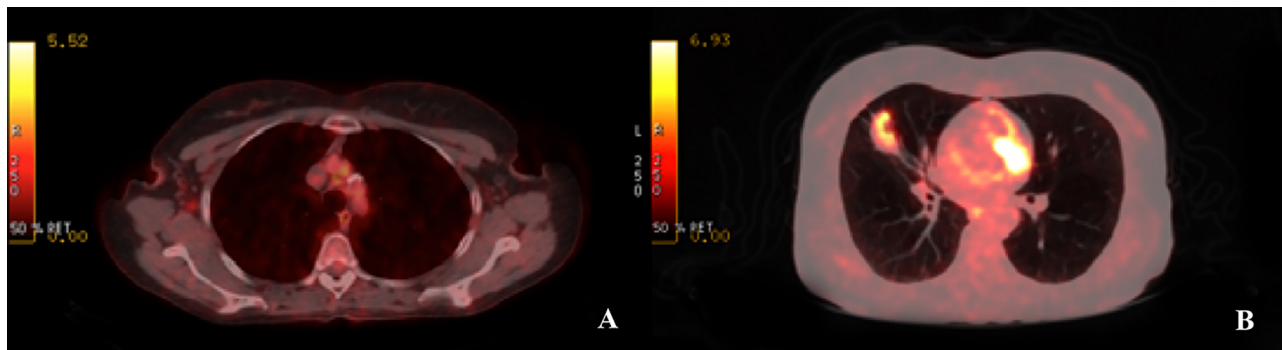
Caso típico de *downstaging* NSCLC usando ^{18}F -FDG PET/CT. Nota: A) gânglio linfático aumentado no mediastino e PET negativo confirmado por histopatologia e B) lesão primária no pulmão direito.
